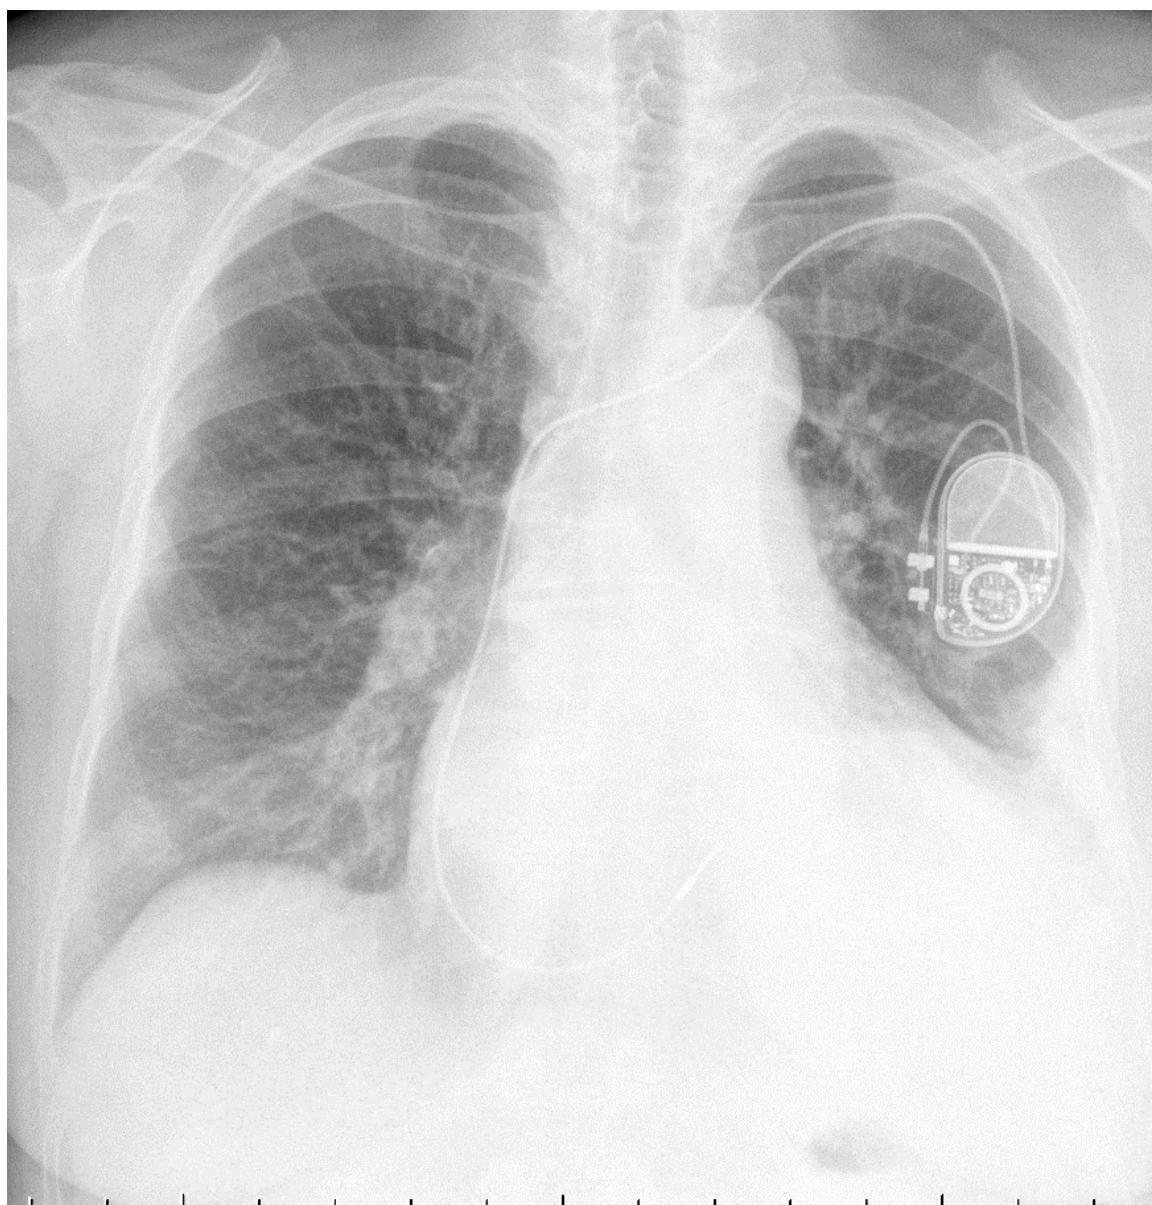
Рентгенограмма пациентки М., 64 года, и.б. №15623 перед выпиской
